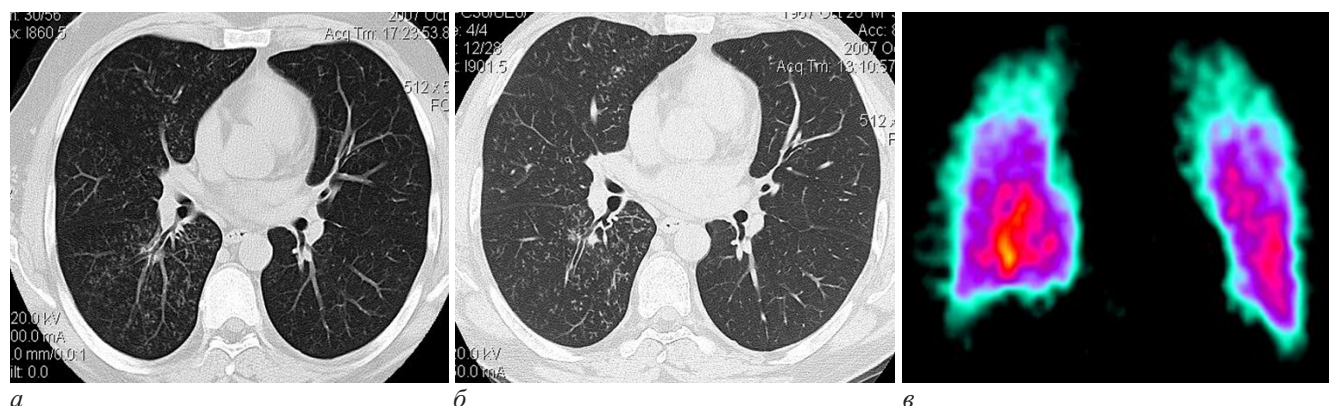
Наблюдение больной А., 40 лет. Проявления экссудативного бронхиолита/бронхопневмонии: а – КТ, признаки инфекционного поражения крупных и мелких бронхов (утолщение их стенок, наличие в их просвете мокроты, формирование симптома «дерева в почках») в обоих легких, преимущественно справа; б – КТ в динамике, уменьшением интенсивности очагов затемнения; в – ОФЭКТ легких выявлены выраженные диффузные нарушения микроциркуляции, с преимущественным расположением в проекции верхних долей (признаки бронхиальной обструкции)
